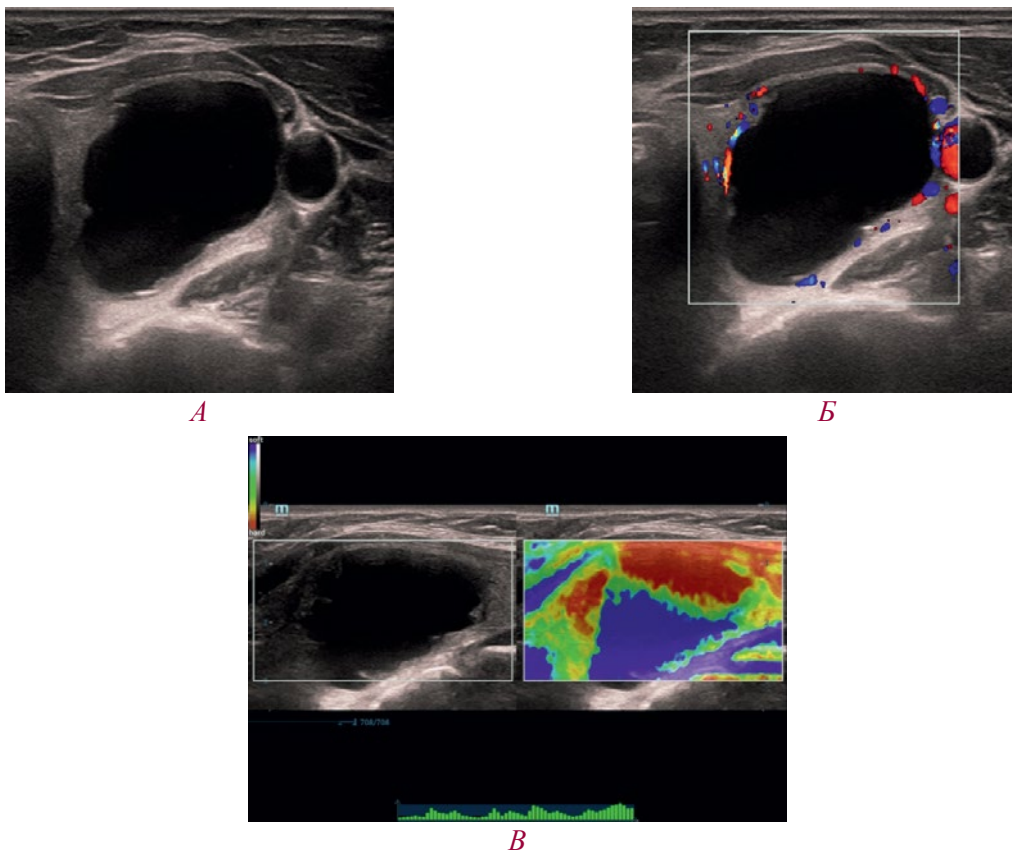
Мультипараметрическое УЗИ кистозного узла щитовидной железы:
